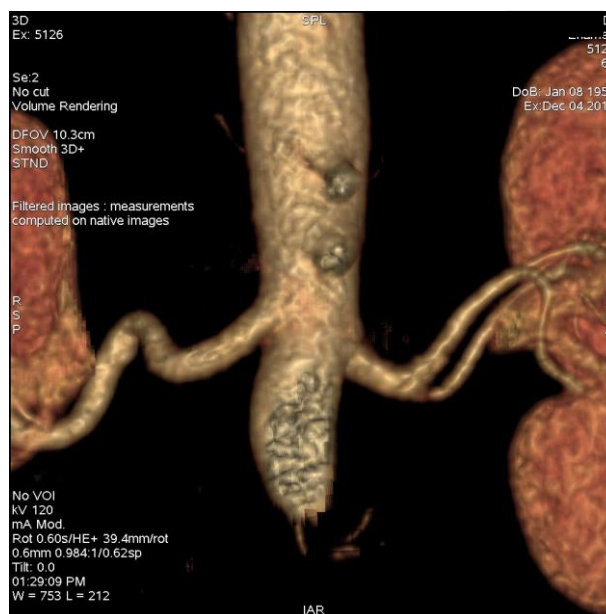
3D реконструкція МСКТ нирок з раннім розподілом лівої ниркової артерії
